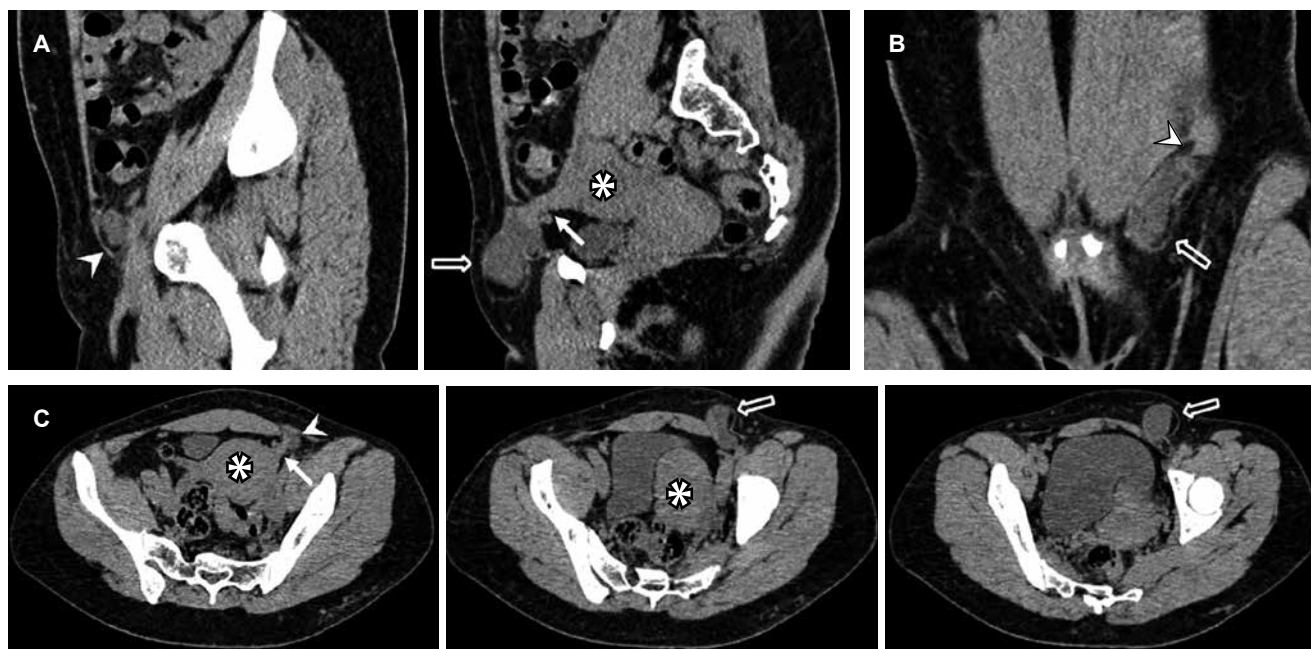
Tomografía computarizada abdominopélvica en fase simple, con reconstrucción sagital (A), coronal (B) y cortes axiales (C). Se observa el útero en anteflexión lateralizado hacia la izquierda (*). En el nivel del canal inguinal (punta de flecha), se identifica una imagen hipodensa con valores de atenuación líquida (flecha hueca), la cual se extiende hacia el ligamento redondo ipsilateral (flecha recta).
